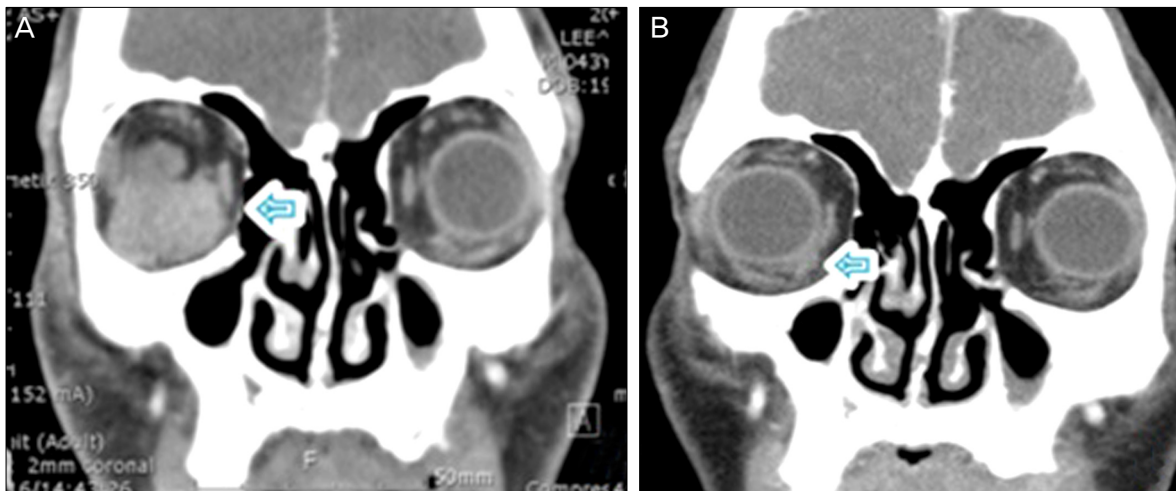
Coronal CT scans show sharply defined high density mass with moderate homogenous enhancement in retrobulbar space of right orbit (A). No evidence of adjacent bony erosion or intracranial extension. After R-CVP infusion, markedly decreased extent of homogenous enhancing mass in retrobulbar space of right orbit has seen (B).
